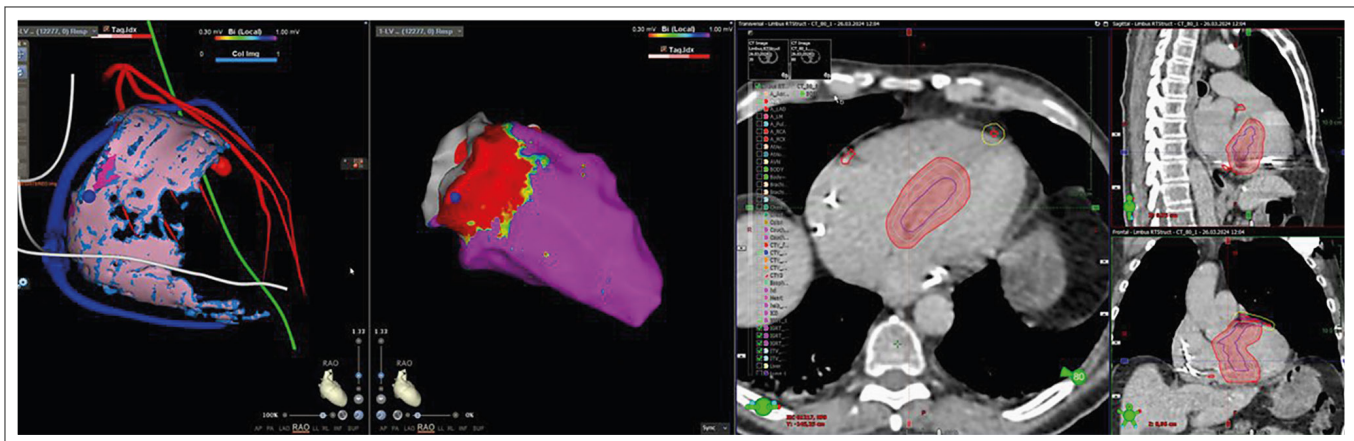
Prozedurplanung mit Festlegung des Zielvolumens. Links: 3D-Rekonstruktion des „late iodine“-CTs mit Darstellung der septalen Narbe (rosa) (Farbkodierte Linien markieren anatomische Landmarken: rot = Koronararterien, blau = Koronarvenen, grau = CRT-Elektroden, grün = N. phrenicus). Mitte: Endokardiales Voltage-Map: Violett markiert ist funktionell unauffälliges Myokard, Narbenareale (low-voltage-Areale) erscheint rot (Voltage-Grenzen: 0,3-1 mV). Rechts: CT-basierte Darstellung der Dosisverteilung im Bereich des linken Ventrikels in axialer, sagittaler und koronarer Ansicht: Die Konturen zeigen das Clinical Target Volume (CTV, arrhythmogenes Substrat) in blau, das Internal Target Volume (ITV, inklusive Bewegungen) in grau und das Zielvolumen (Planning Target Volume, PTV, inklusive Sicherheitsrand) als rot schattierte Fläche.
